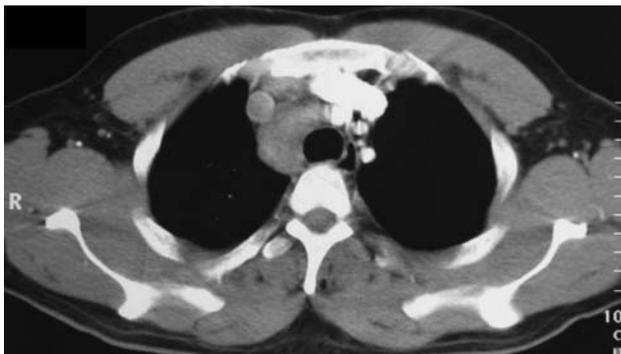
TDM thoracique en fenêtre médiastinale : thrombose du tronc veineux brachéocéphalique droit.
